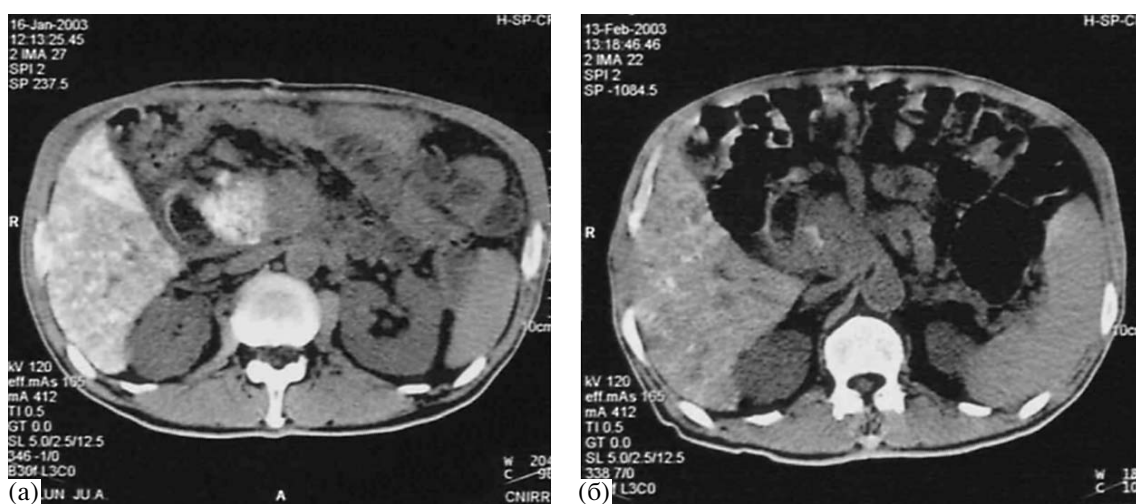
Компьютерные томограммы больного раком головки поджелудочной железы в постэмболизационном периоде
